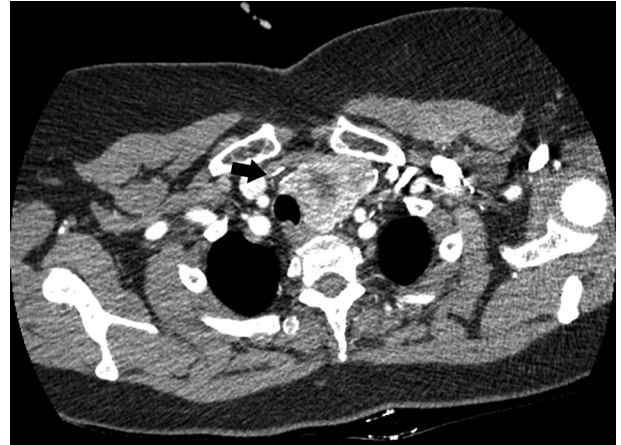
Axial view of contrast enhanced chest CT scan showed that about 6.5×4.5×5.5 cm sized ill-defined enhanced left thyroid mass and about 1.7 cm sized hyperattenuated lesion in right level VI (arrow).
